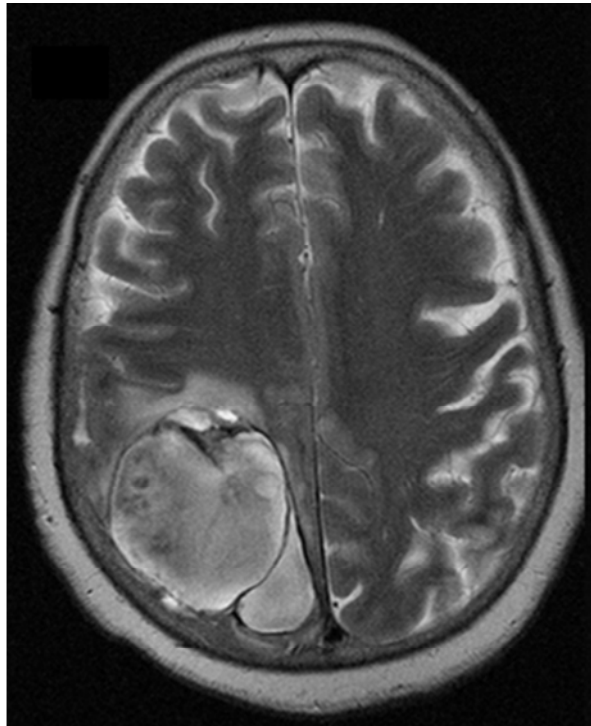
RM di paziente con PACNS. L'immagine T2-pesata rivela una recidiva di emorragia cerebrale in corrispondenza di una lesione malacica (da Pizzanelli et al, 2011⁷¹).
